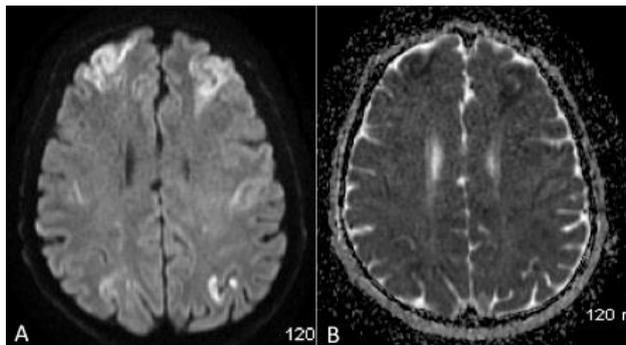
IRM cérébrale, séquence de diffusion axiale (A) et cartographie ADC (B) : foyers de restriction de la diffusion cortico-sous-corticaux fronto-pariétaux bilatéraux avec hypersignal sur l'image trace de diffusion en B1000 et chute du coefficient d'atténuation apparent (ADC), compatibles avec lésions ischémiques subaiguës.
